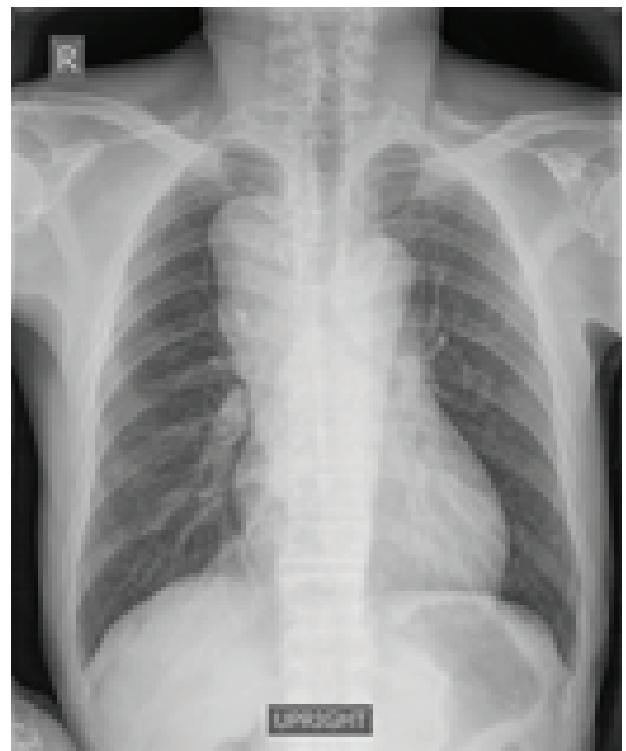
Plain X-ray chest revealed elongate soft tissue density mass at right paratrachea without displacement of trachea. Irregular internal lumen of lower trachea suspected from endotracheal lesion.
